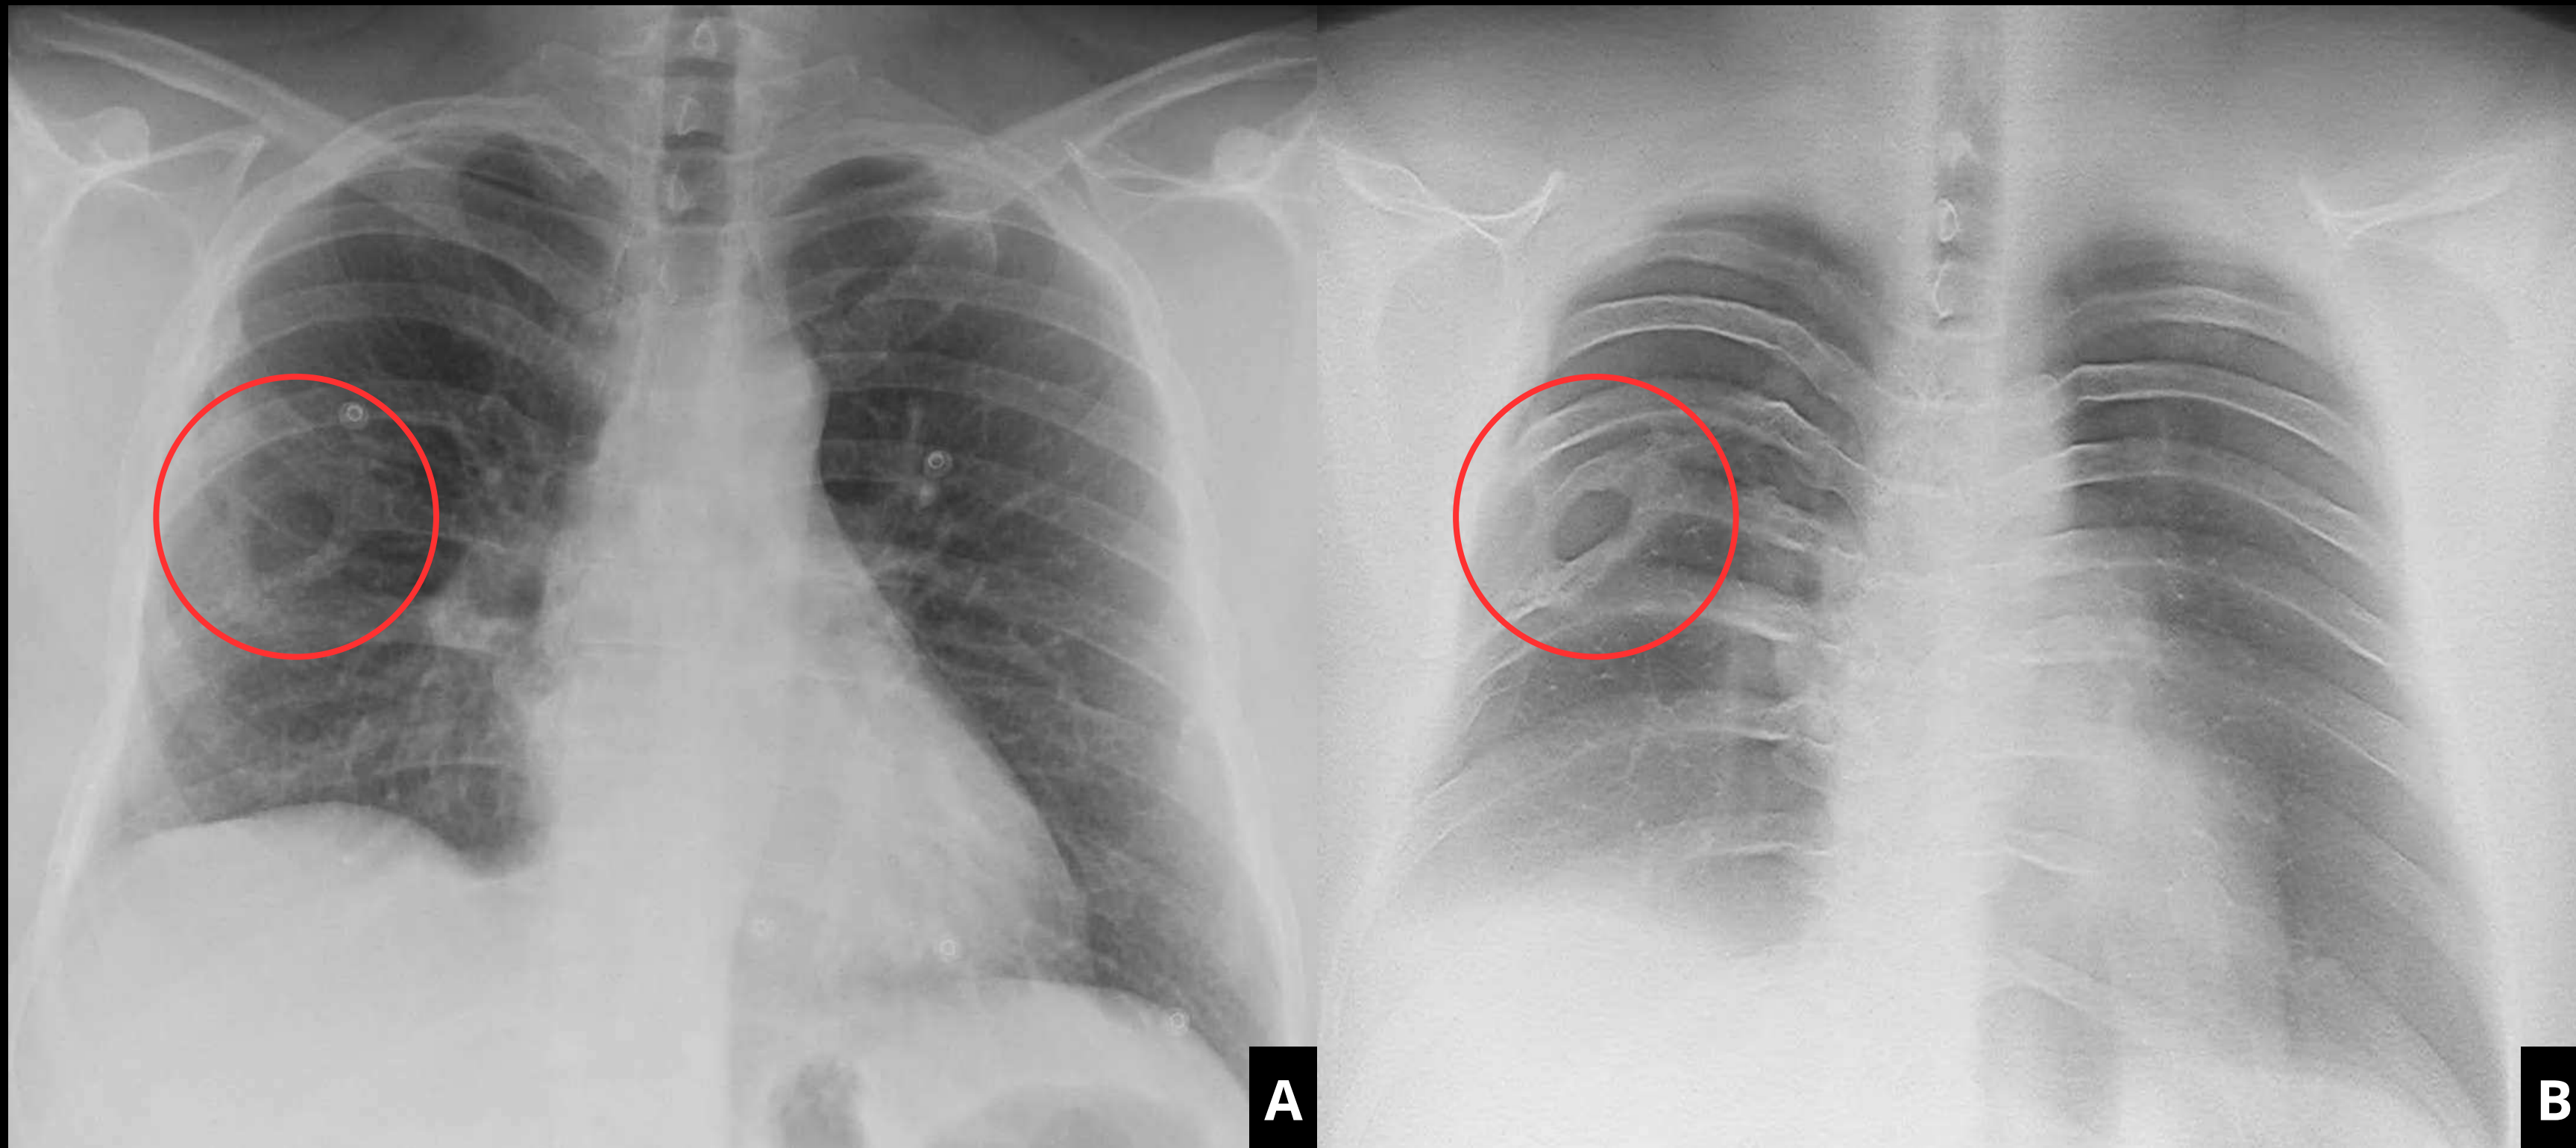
Radiografía de tórax PA (A) de un paciente con clínica infecciosa, en la que se aprecia una lesión de morfología pseudonodular y aparentemente cavitada. En la tomosíntesis (B) realizada para confirmar la sospecha, se aprecia que realmente la "lesión" se encuentra en la pared torácica, depende de una costilla y probablemente se trate de realmente de una malformación de la misma.
